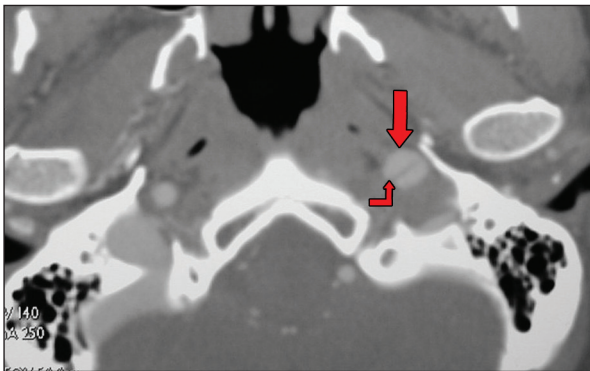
Angiografia por tomografia computadorizada demonstrando aumento do diâmetro da artéria carótida interna esquerda (seta) e a presença de retalho da íntima (seta dobrada).
